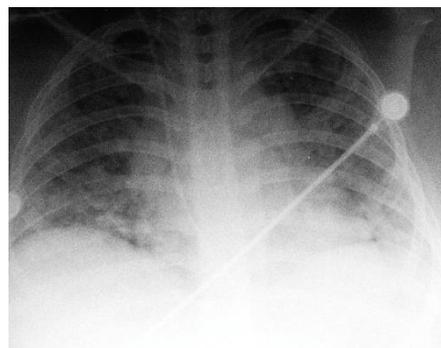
Radiografía tórax
